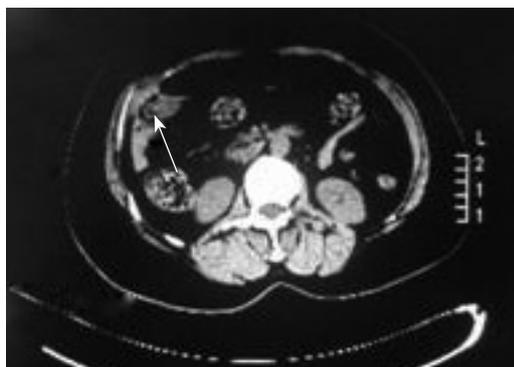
粘连性不全性肠梗阻患者 CT 图片，箭头所示为粘连部位，为腹部手术切口处
